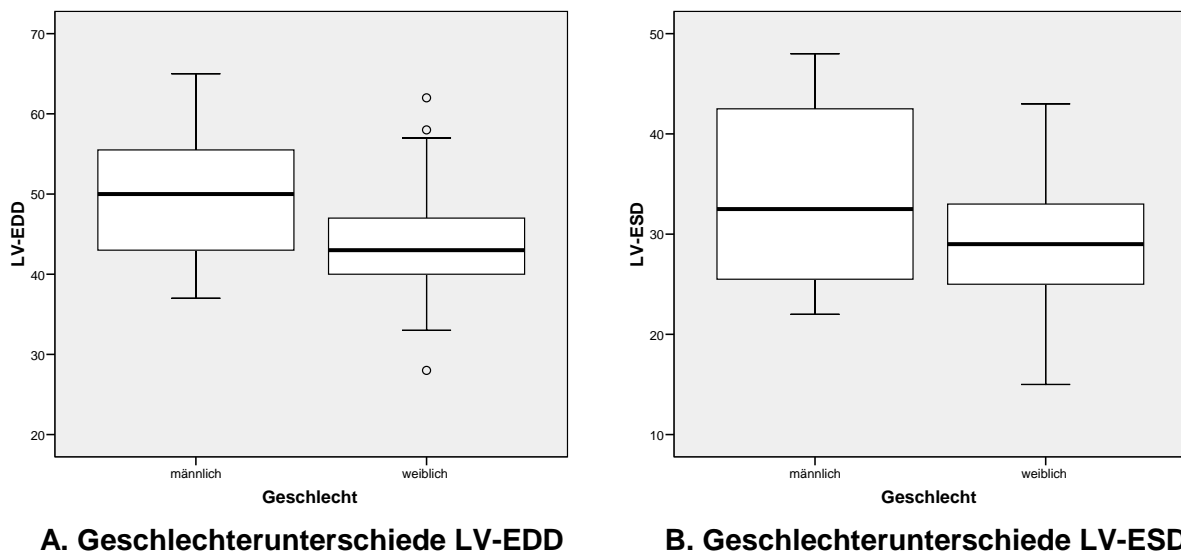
LV-Diameter in der postoperativen Echokardiographie
